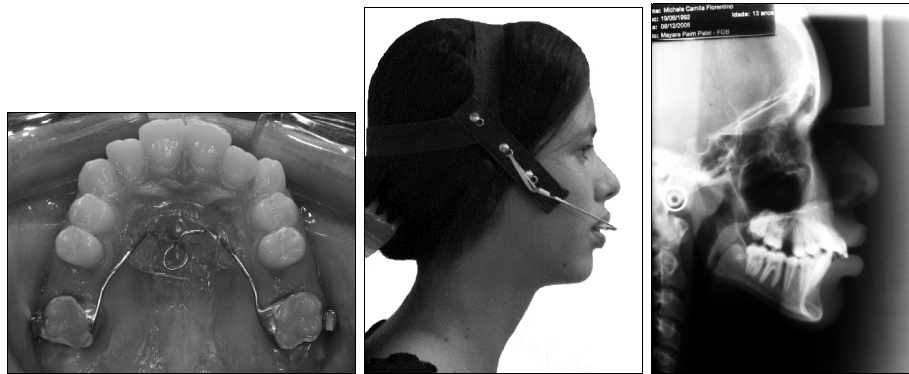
Fotografia intrabucal oclusal superior com botão de Nance (ancoragem intrabucal); fotografia extrabucal perfil com a ancoragem extrabucal (capacete jeans) e telerradiografia pós-distalização.
